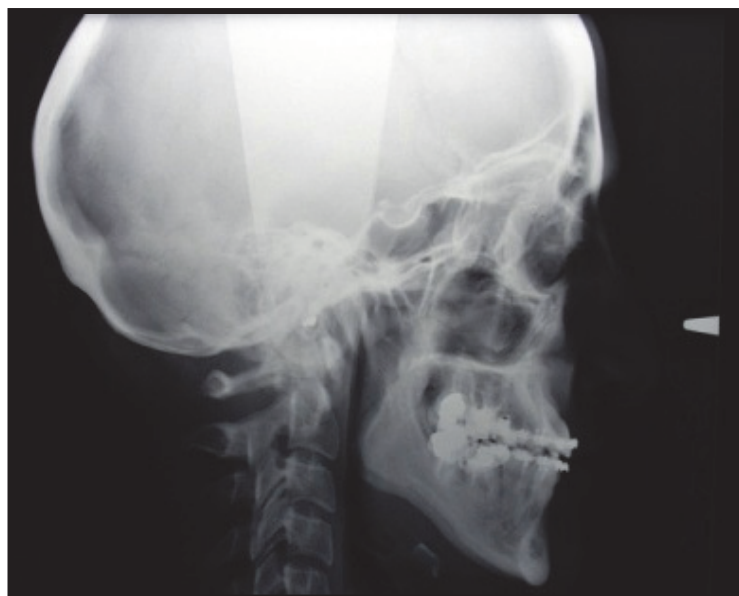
Téléradiographie de profil de la même patiente (10)
